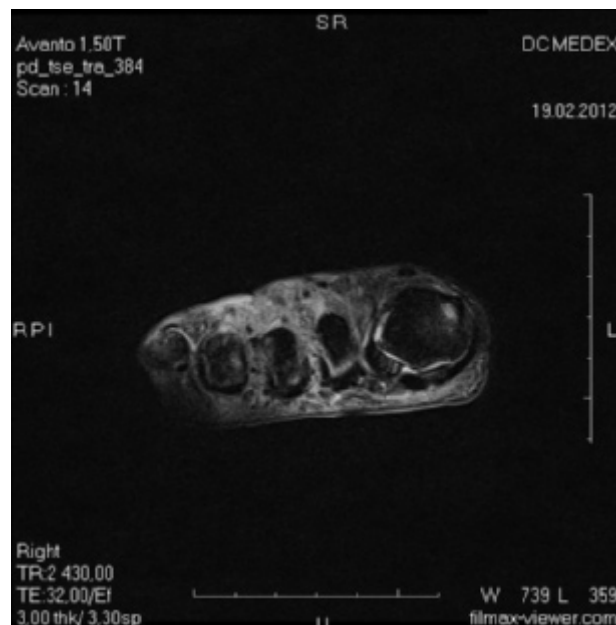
На серії отриманих МР-томограм додаткових утворень у дистальному відділі правої ступні не виявлено. Визначається локальна ділянка підвищеної інтенсивності МР-сигналу на PD FS діаметром 0.15–0.2 см в проекції кінцевої гілки плантарного пальцевого нерва між голівками II та III плюсневих кісток, що обумовлено реактивним запальним процесом.
